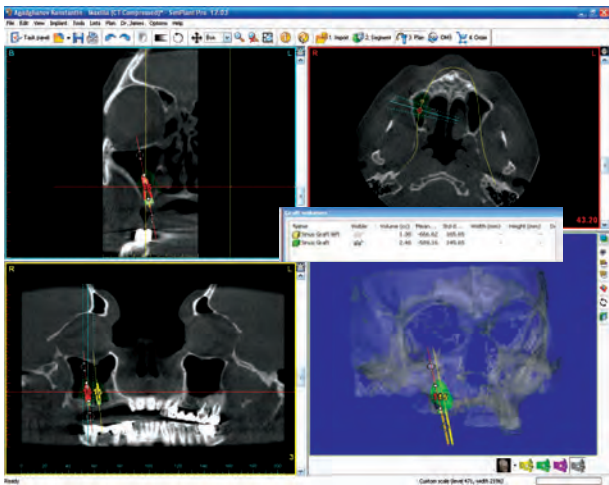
Пациент А., 59 лет. Дентальная объемная томография со специализированной программой для планирования дентальной имплантации и дополнительной операции синуслифтинга
